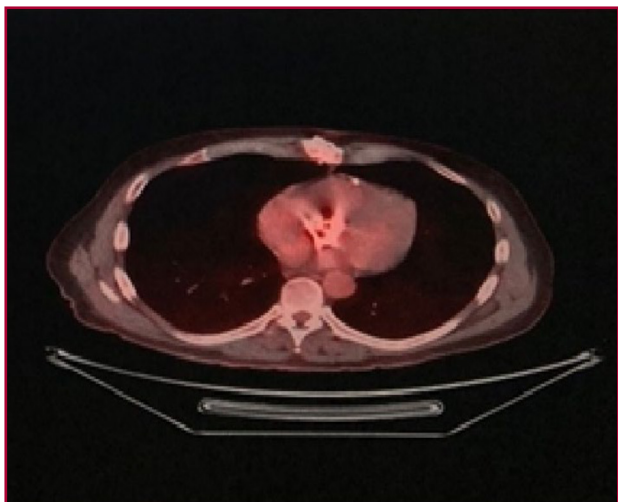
PET/TC con flúor-18- desoxiglucosa: proyección transversa. Se aprecia captación difusa en la prótesis aórtica
